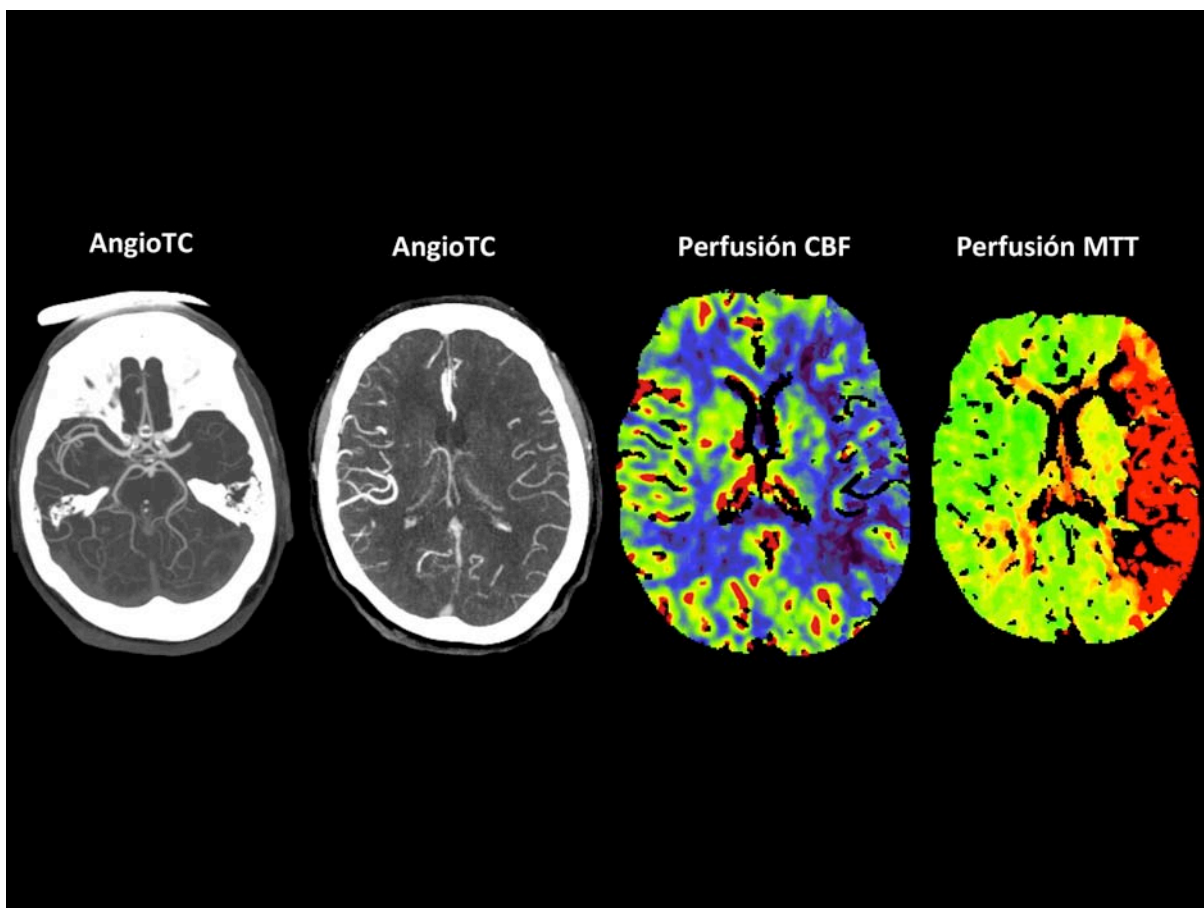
Ejemplo de TC avanzada.
